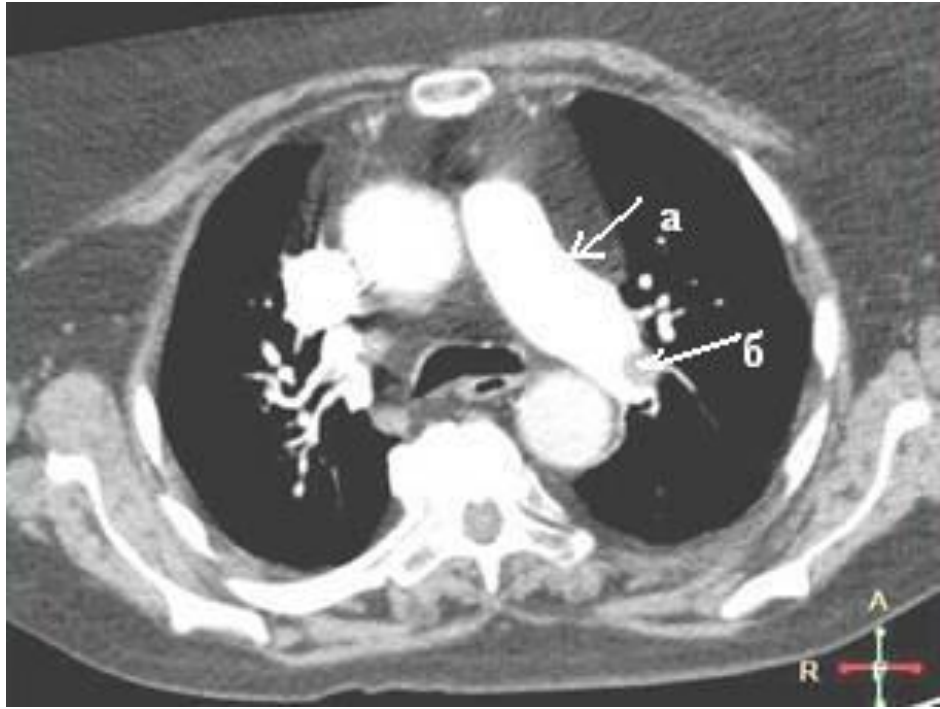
№3.8. КТ-ангиопульмонография: пристеночные тромботические массы (б) левой главной легочной артерии (а).
